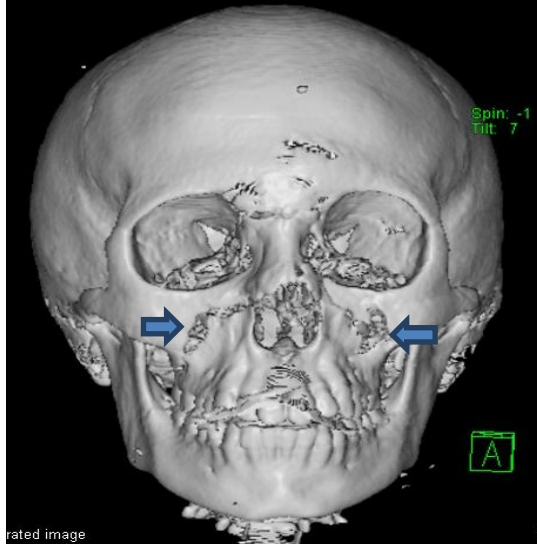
Kranial bilgisayarlı tomografide intraventriküler kanama, çoklu kranial fraktür ve subgaleal hematoma
